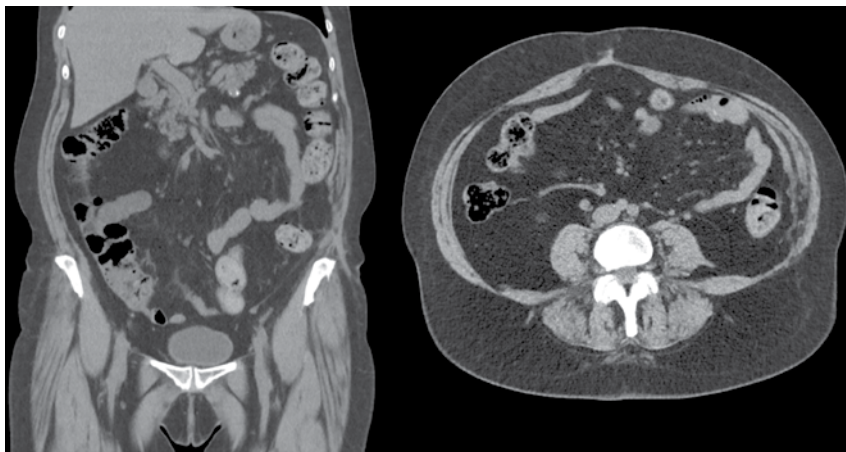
TC mostrando a parede abdominal após correção cirúrgica herniária
